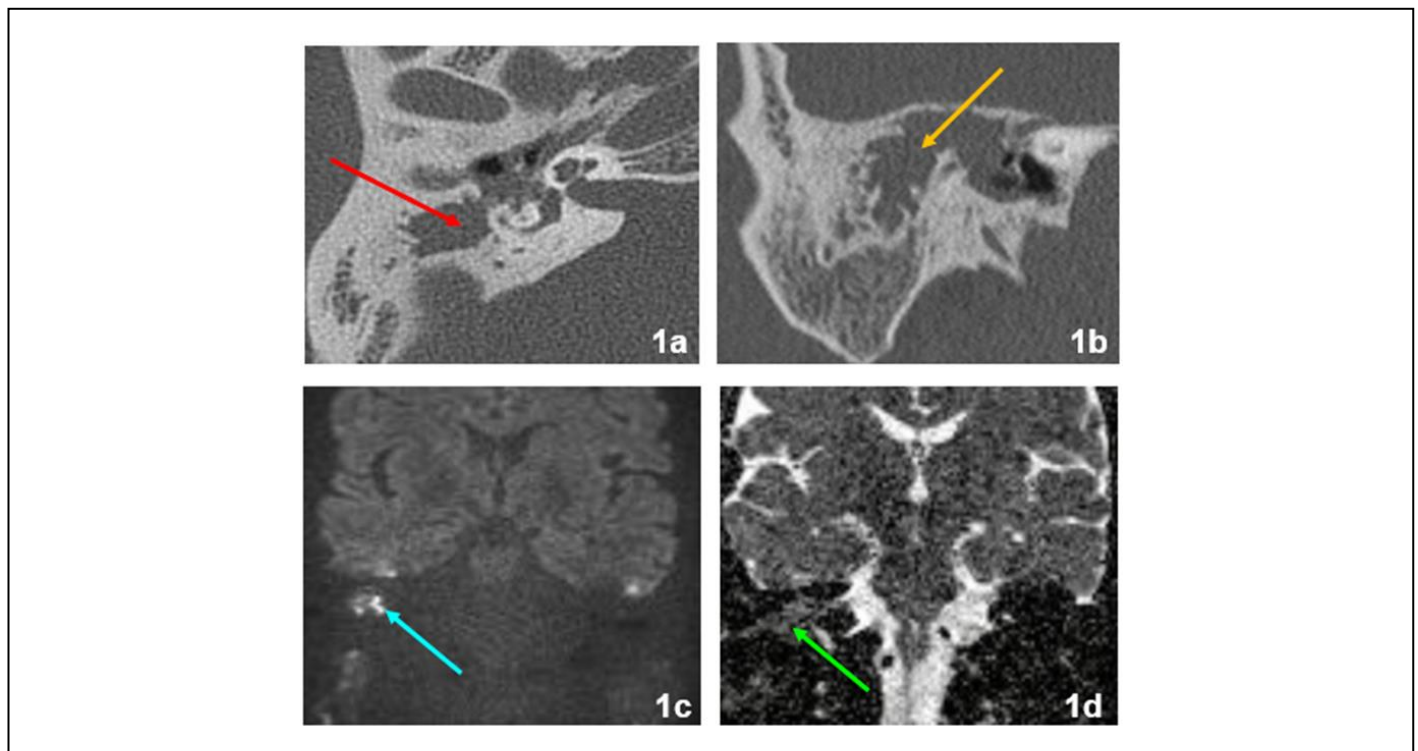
Tomografía computada cortes axiales y coronales, RM-DWI non-EPI y mapa ADC caso clínico 1.
